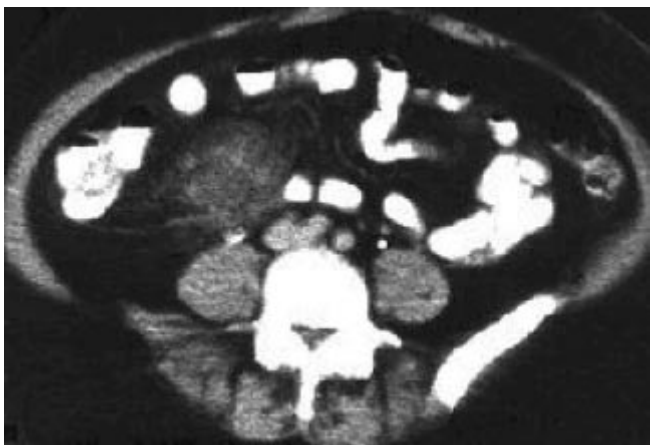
Imagen de tomografía axial de abdomen, para visualización del apéndice.
